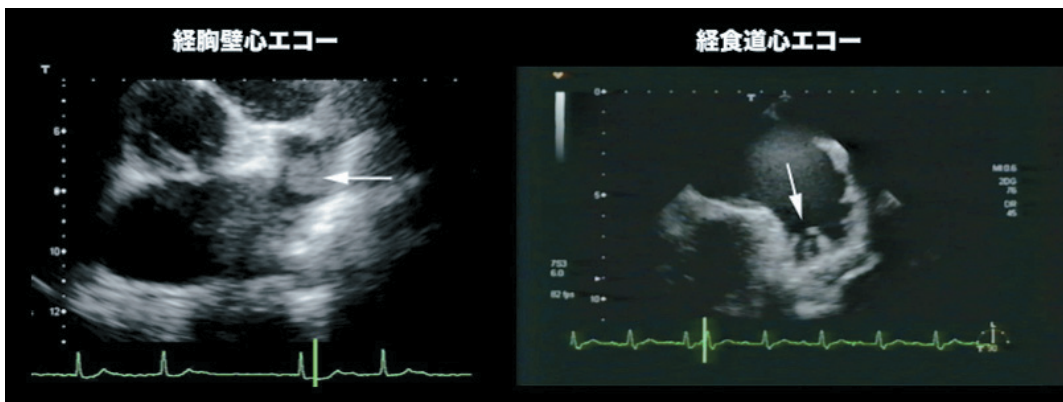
経胸壁心エコーと経食道心エコーによる左心耳の見え方の違い。
